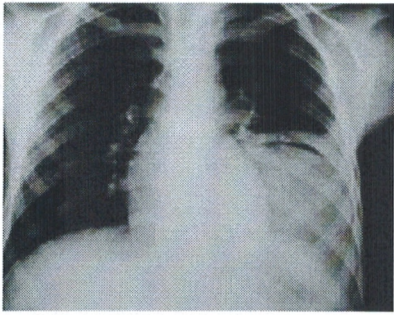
Radiographie du thorax de face : Kyste hydatique du poumon gauche fissuré avec un croissant gazeux.
